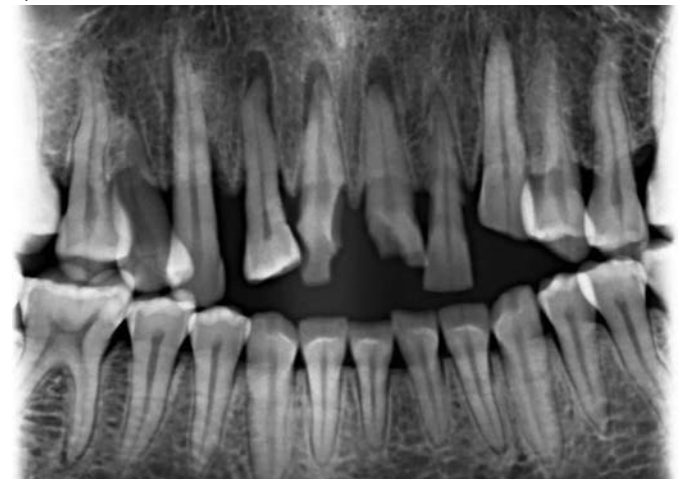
Фрагментированная ортопантомография переднего отдела челюстей. Скол коронок зубов 1.1 и 2.1. Подвывих зубов 1.1, 1.2, 2.1
